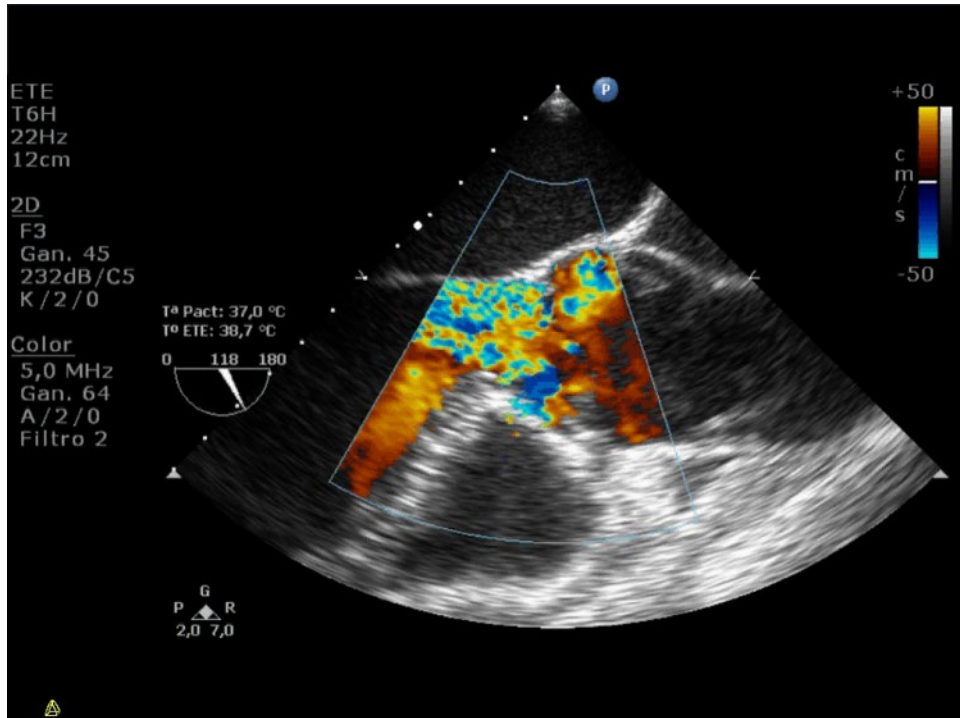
Ecocardiograma transesofágico
